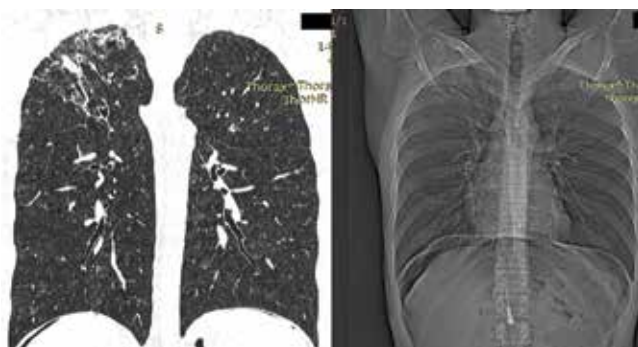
Компьютерная томограмма ОГК (реконструкция) и обзорная рентгенограмма ОГК пациента М. при выписке из ФГБНУ «ЦНИИТ»
